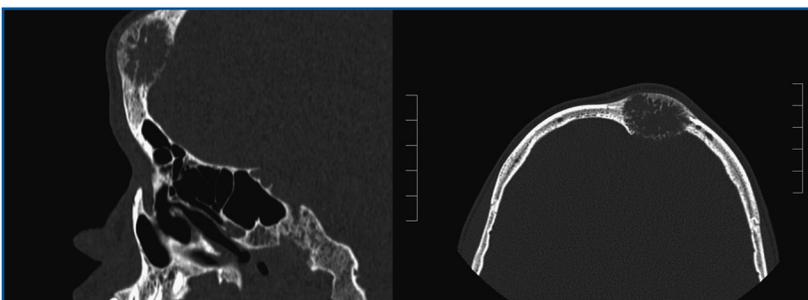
TAC de cráneo con ventana ósea en el que se aprecia una lesión osteolítica en el hueso frontal.
